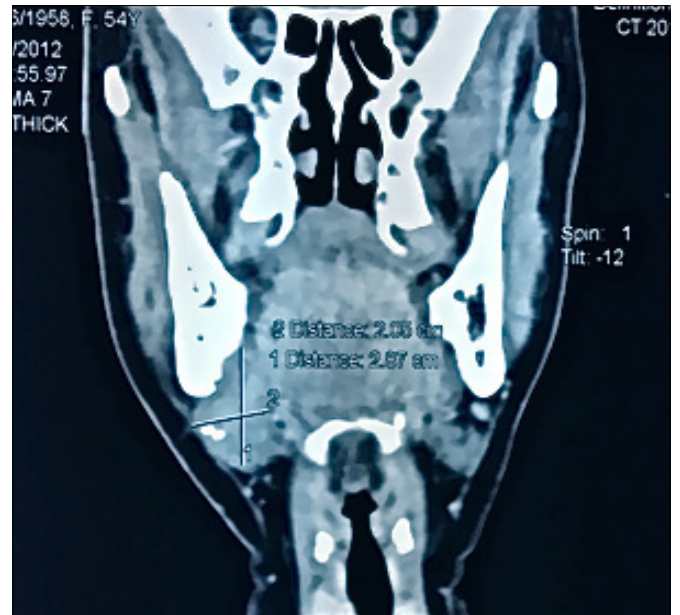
Enhanced coronal CT-scan showing a lytic submandibular process in the right side of 28 × 19 × 34 mm, with irregular contours, extended down to the submandibular gland which is increased in size.
